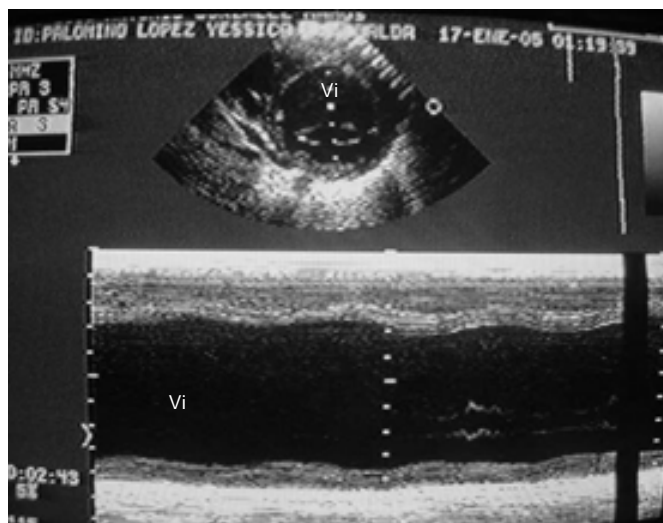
Ecocardiograma bidimensional y modo M: dilatación de ventrículo izq. e hipomovilidad de la pared.
